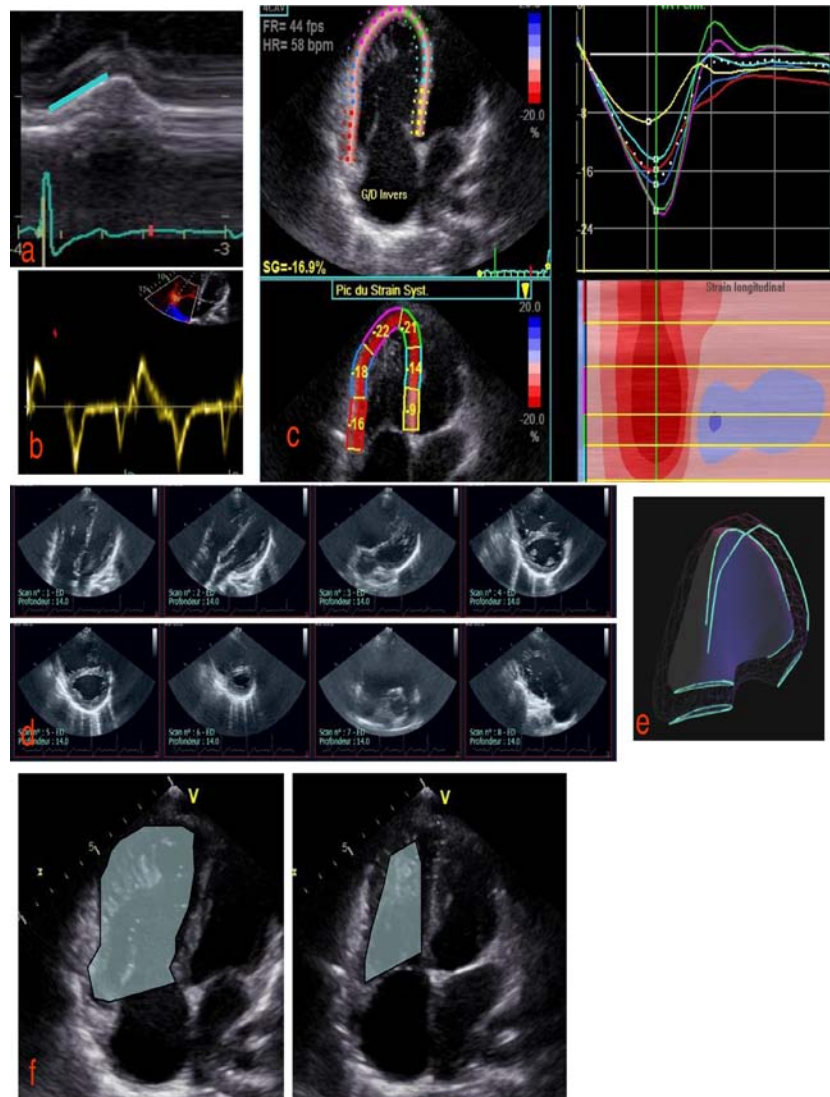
Evaluation de la fonction de raccourcissement du VD à l'échographie [21]
